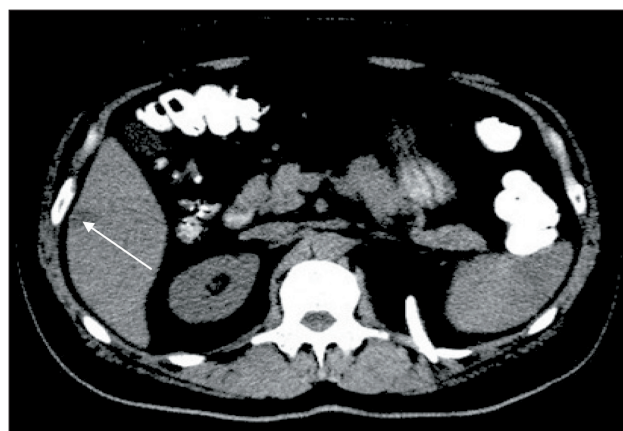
КТ органов брюшной полости пациентки с диссеминированной формой ГИСО. Прогрессирование при таргетной терапии иматинибом в стандартной суточной дозе 400 мг
